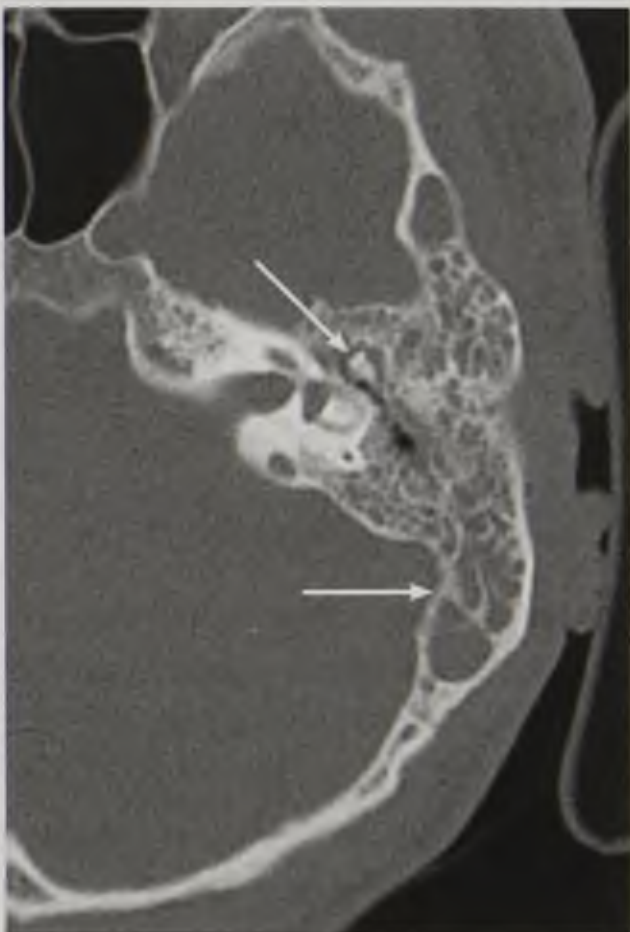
Компьютерная томограмма височной кости. Отек слизистой оболочки, жидкость в барабанной полости и ячейках сосцевидного отростка (стрелки)
